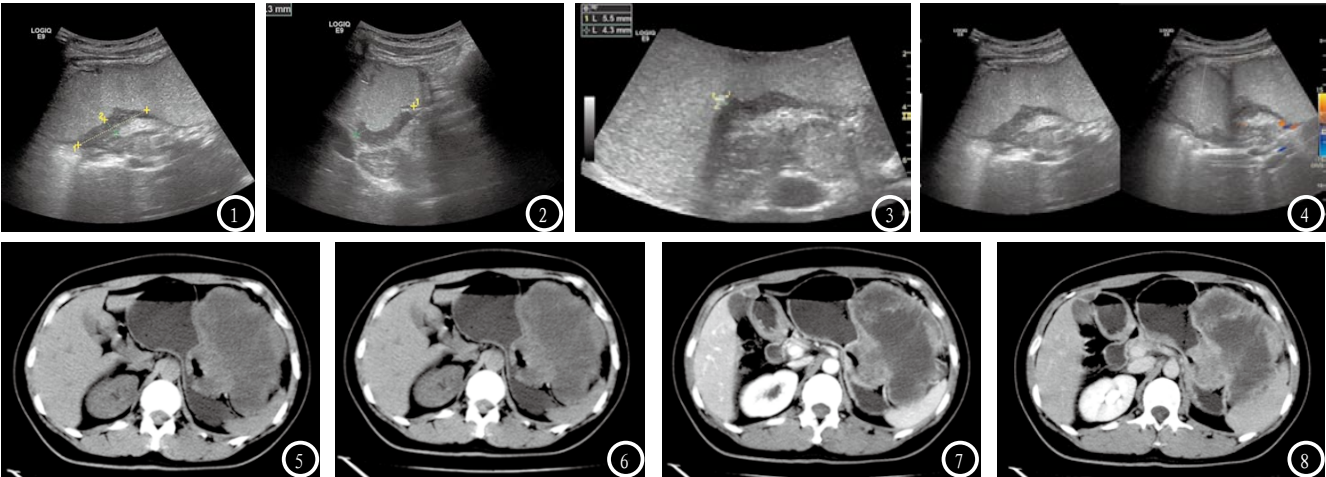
纵切面，胃角部Ca超声检查见胃壁增厚，回声减低、不均匀，最厚处约1.2cm，胃壁正常层次消失，累及胃壁约5.1cm。图2 横切面示超声示胃角局部胃壁不规则增厚，胃壁正常层次消失，回声减低、不均匀，累及宽约4.0cm。图3 胃角部Ca靠近粘膜面可见约0.6 cm×0.4 cm溃疡面，局部未见蠕动。图4 二维超声与彩色多普勒对比扫描，胃角部Ca边缘血流信号增多。图5 CT平扫胃脾间隙见软组织密度团块影，大小约13cm×10cm×10cm，肿块密度不均匀，内见团片状稍低密度影，病变大部分边界较清晰，局部与肝左叶及胃前壁分界不清，并见软组织密度影向胃腔内突入，胃腔被推挤变形。图6 CT增强动脉期肿块边缘及相邻胃壁轻度增强，中心未见强化。图7 CT增强静脉期肿块边缘及相邻胃壁明显持续增强，中心未见明显强化。图8 CT增强延迟期肿块边缘及相邻胃壁增强逐渐减弱，中心未见强化。
